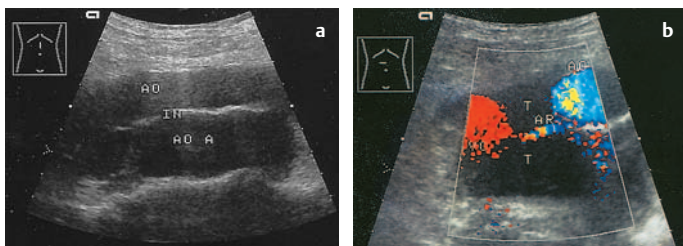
a u. b Differenzialdiagnose Aortenaneurysma/perivaskulärer Tumor: a Sonographische Erstdiagnose: Diszezierendes Aortenaneurysma (AO, AO A) mit Dissektionsmembran, Intimalösung (IN). b FKDS: Echofreie Lymphomtumoren (T) um Aorta und V. cava (AO, VC); durch die Lymphome hindurchziehende A. renalis (AR). Diagnose: Hochmalignes NHL
